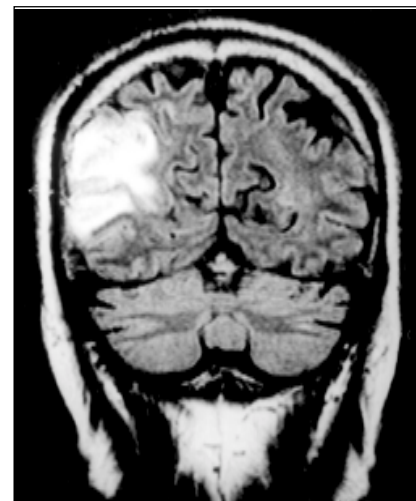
RM craneal: proyección coronal que muestra una lesión hiperintensa en T₂ en el lóbulo parietal derecho.
